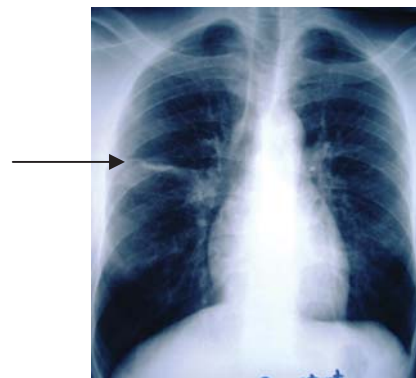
Radiographie du thorax à la fin du traitement. Epaissement scissural droit type séquelle (flèche).
